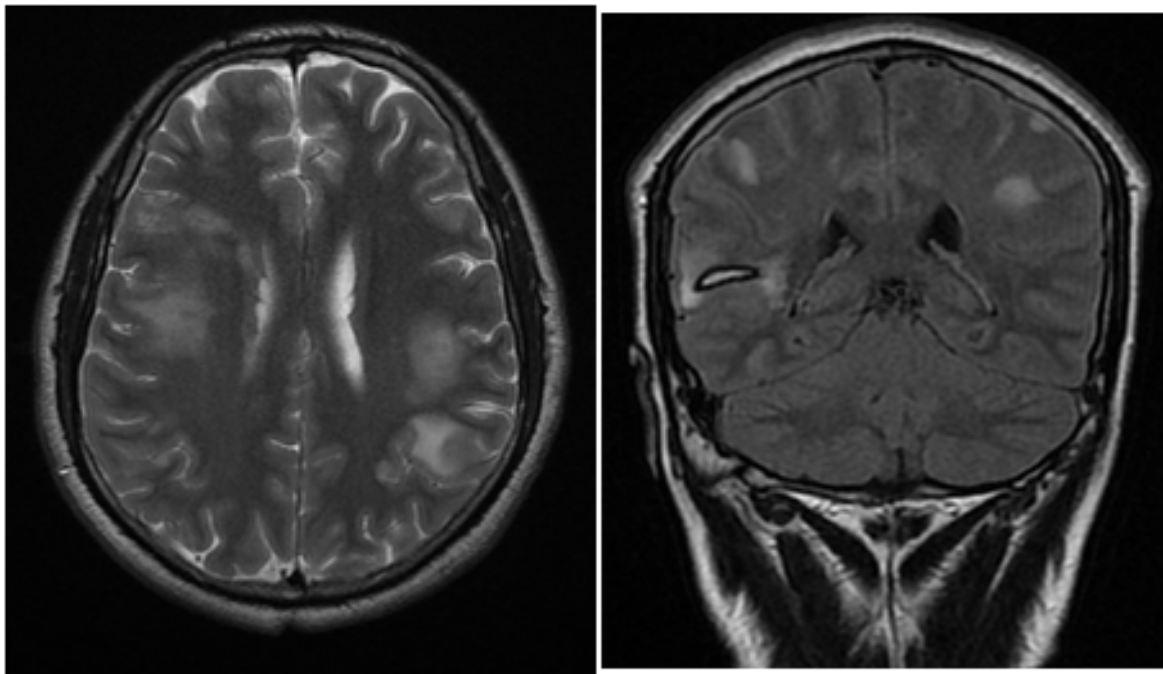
IRM cérébrale axiale T2 et coronale FLAIR montrant des lésions cortico-sous corticales multiples, ischémiques et hémorragique chez un patient de 30 ans présentant une vascularite cérébrale primitive.
